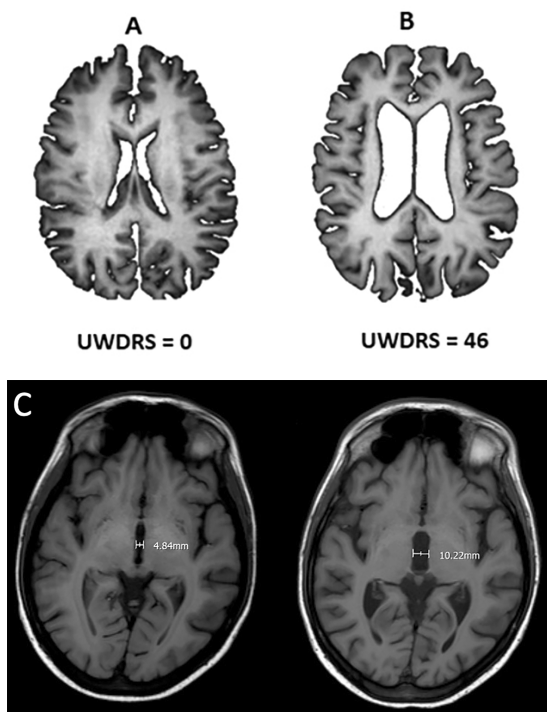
MRI of the brain in patients with WD showing that the progression of the severity of neurological deficits on the UDWRS scale is associated with progressive brain atrophy; A: 26-year-old patient with symptoms of liver damage without neurological symptoms (0 points on UWDRS), (SIENAX brain volume and atrophy analysis programme); B: image after 1 year and the onset of neurological symptoms (46 points on UWDRS) after treatment and neurological deterioration; C: MRI of the brain of the same patient in T1-dependent sequences before the onset of neurological symptoms and 1 year after the onset of the dystonic form of the disease (despite anti-copper treatment) (more than double enlargement of the width of the third ventricle)
